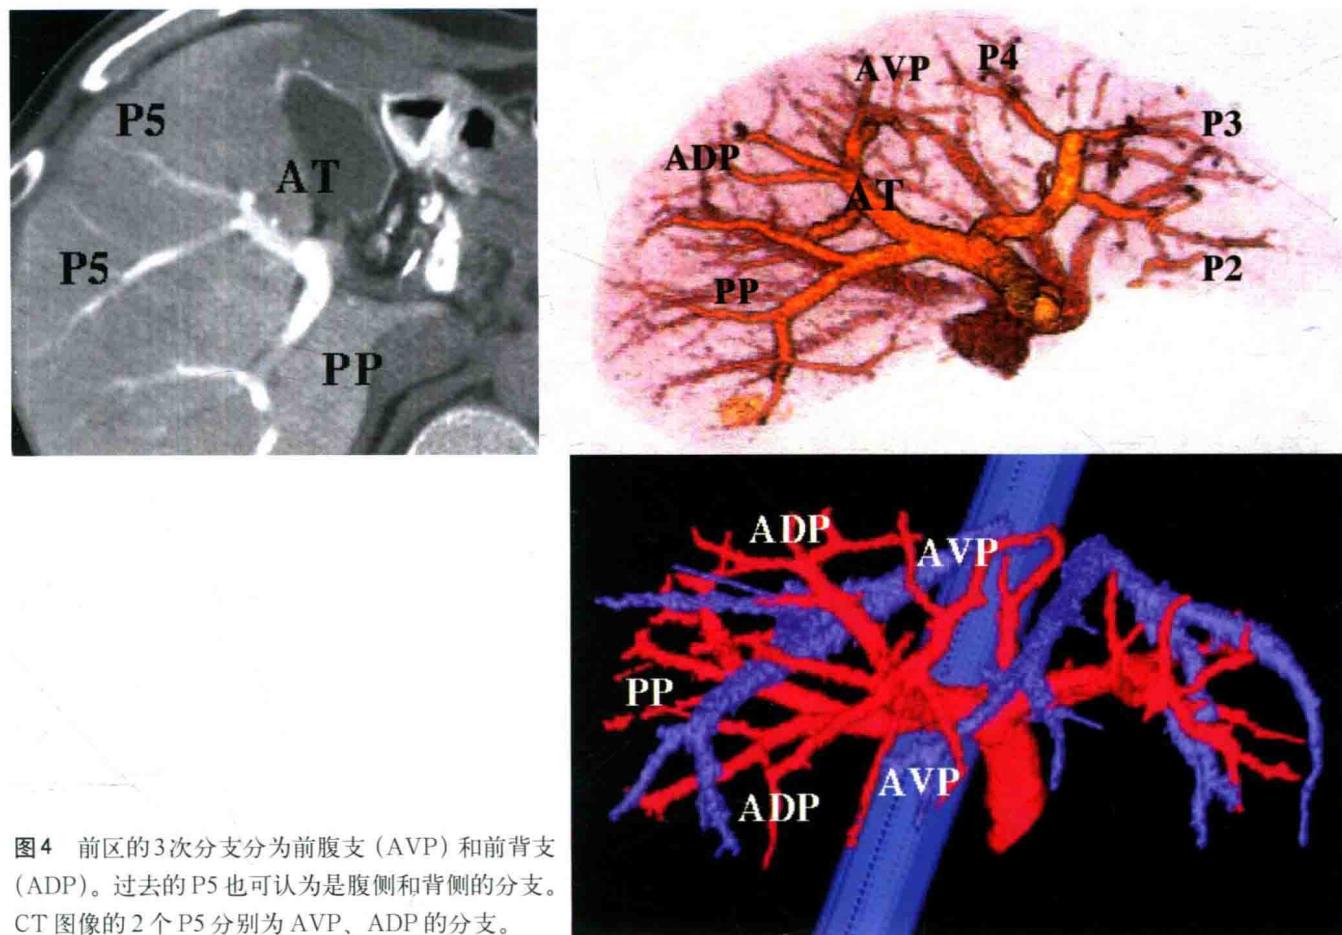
前区的3次分支分为前腹支 (AVP) 和前背支 (ADP)。过去的P5也可认为是腹侧和背侧的分支。CT图像的2个P5分别为AVP、ADP的分支。
